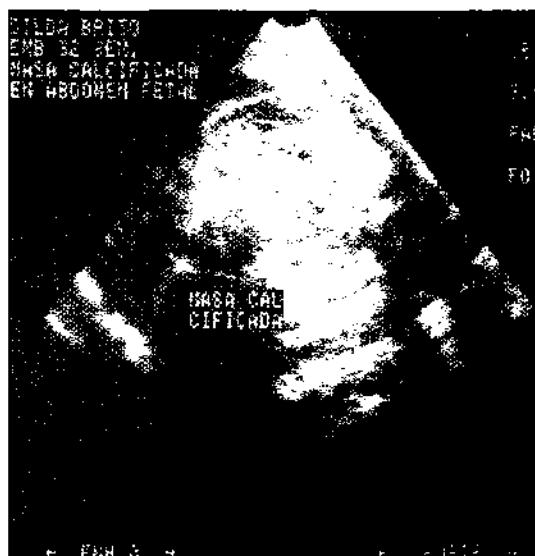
Ecografía prenatal: masas calcificadas intra-abdominales.
